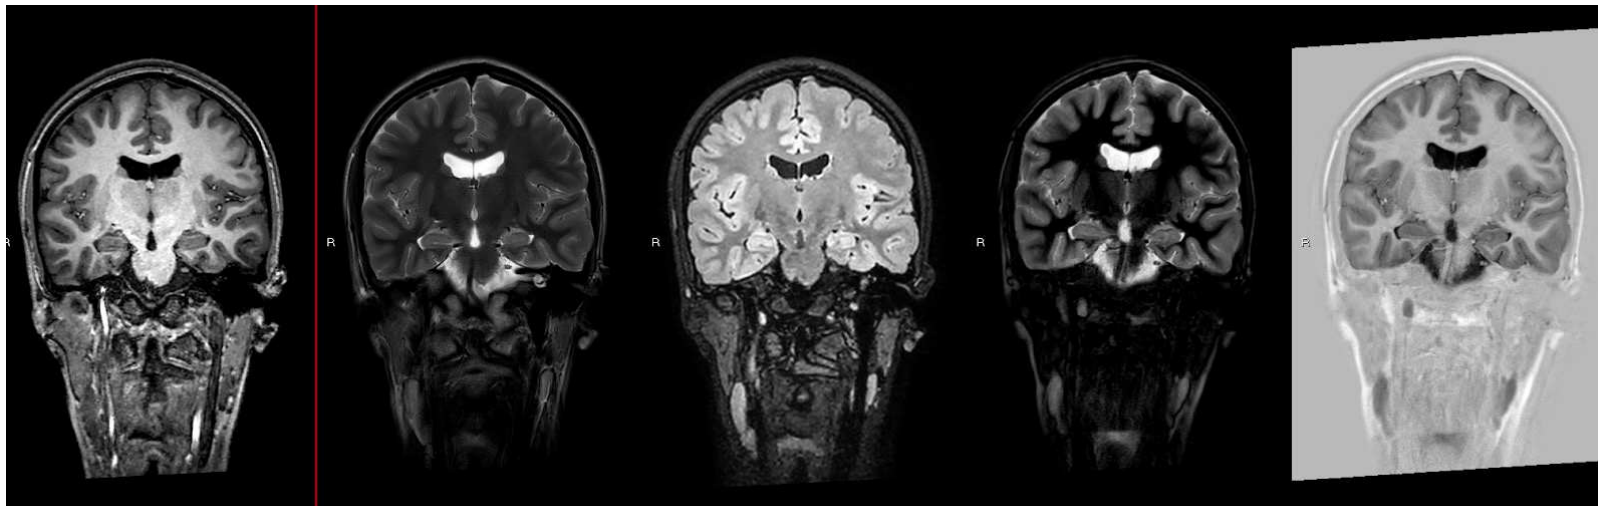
Ejemplo de protocolo RM sin alteraciones.
